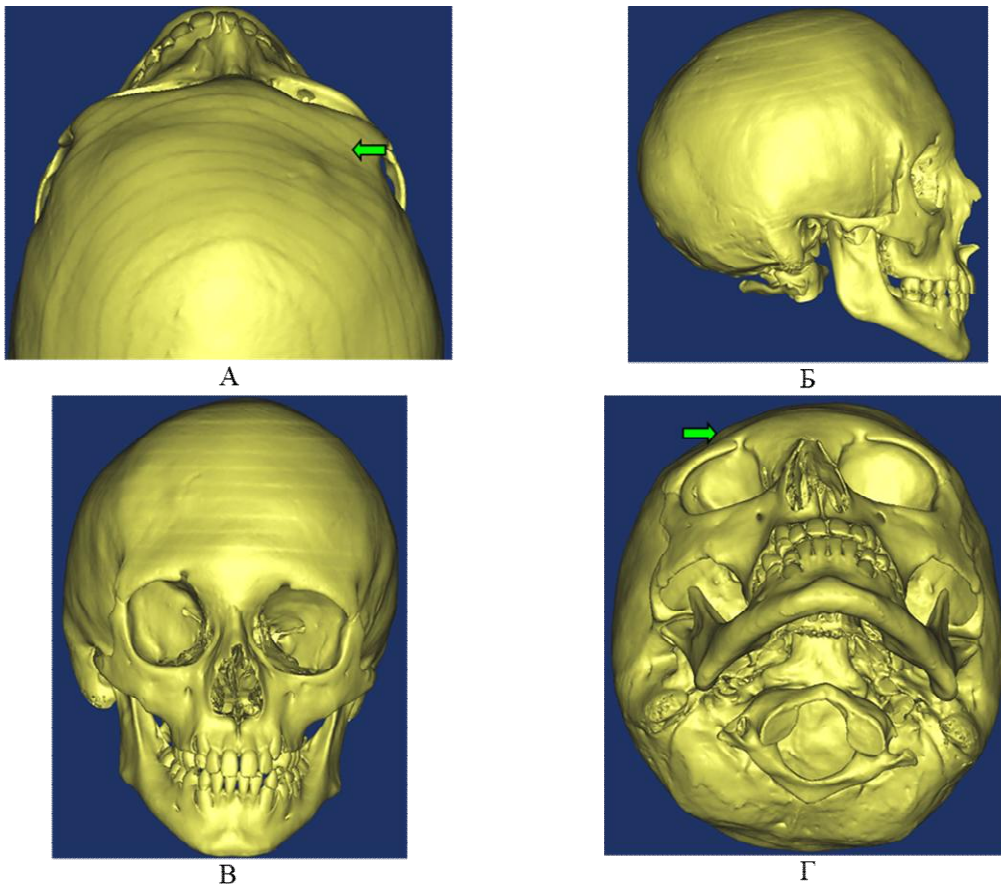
Пациент Г-ли, 9 лет. КТ-3D-изображение черепа пациента с передней черепно-мозговой грыжей: А - на 3D-реконструкции стрелкой указан синостозированный коронарный шов, правосторонняя лобная плагиоцефалия, Б - 3D-реконструкции (боковая проекция) виден синостозированный коронарный шов, В - на 3D-реконструкции (прямая проекция) видна деформация лицевого скелета, асимметрия орбит, Г - на 3D-реконструкции (полуаксиальная проекция) стрелкой указана асимметрия лобной области, крыши орбит, надбровных дуг
